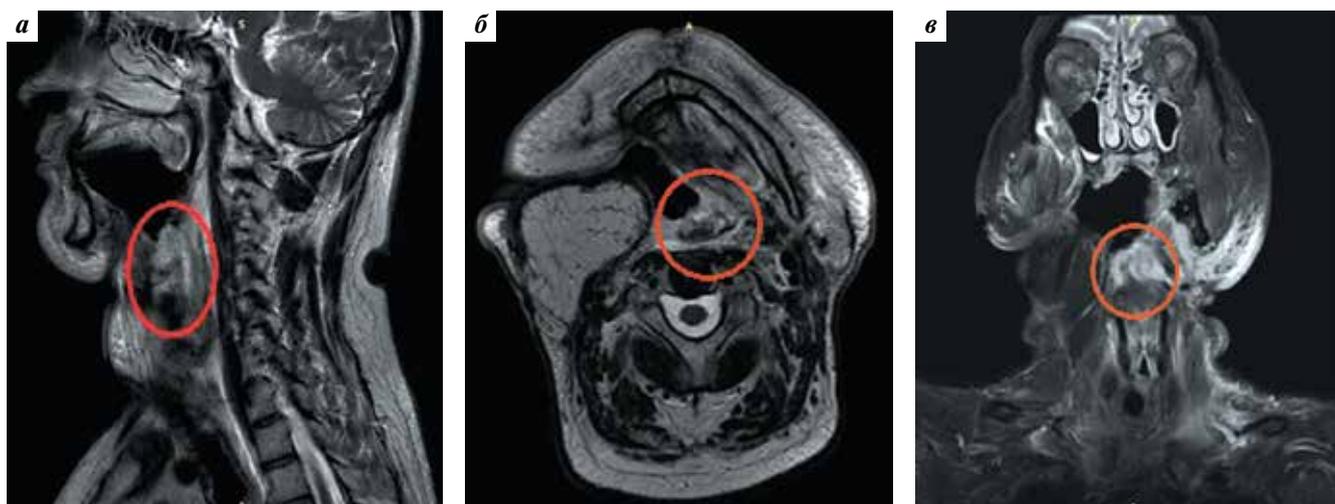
Магнитно-резонансная томография пациента К. (март 2018 г.) в сагиттальной (а), горизонтальной (б) и фронтальной (в) плоскостях. Продолжающийся рост опухоли в области надгортанника и дна полости рта
